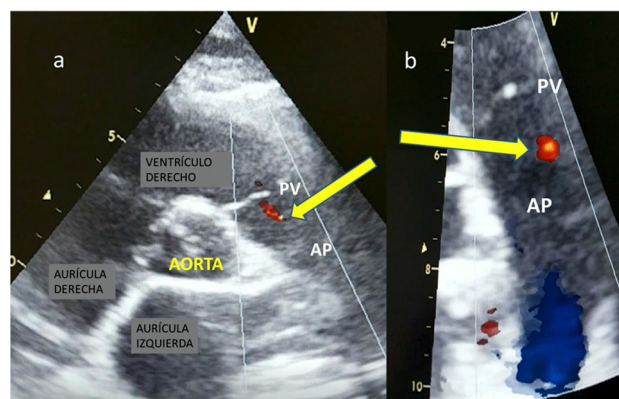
Imagen de ecocardiograma Doppler color. Eje corto grandes vasos (a). La flecha señala un pequeño jet de flujo color sobre el tronco de la arteria pulmonar (AP), se destaca a 4 mm del plano valvular pulmonar (PV), no impresiona reflujo valvular (b).
